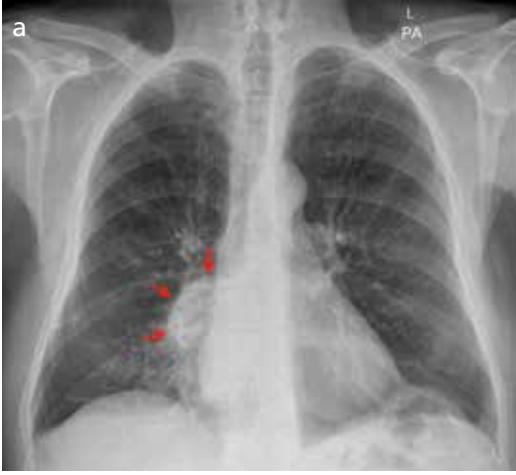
a-c. "Korona radiata" bulgusu. Göğüs PA (a) grafisinde ve BT kesitlerinde (b, c), sağ akciğerde üst lobda çevre dokuya ışınal uzanımları olan nodül görülüyor (Histopatolojik tanı: Asiner tip baskın akciğer adenokanseri).
